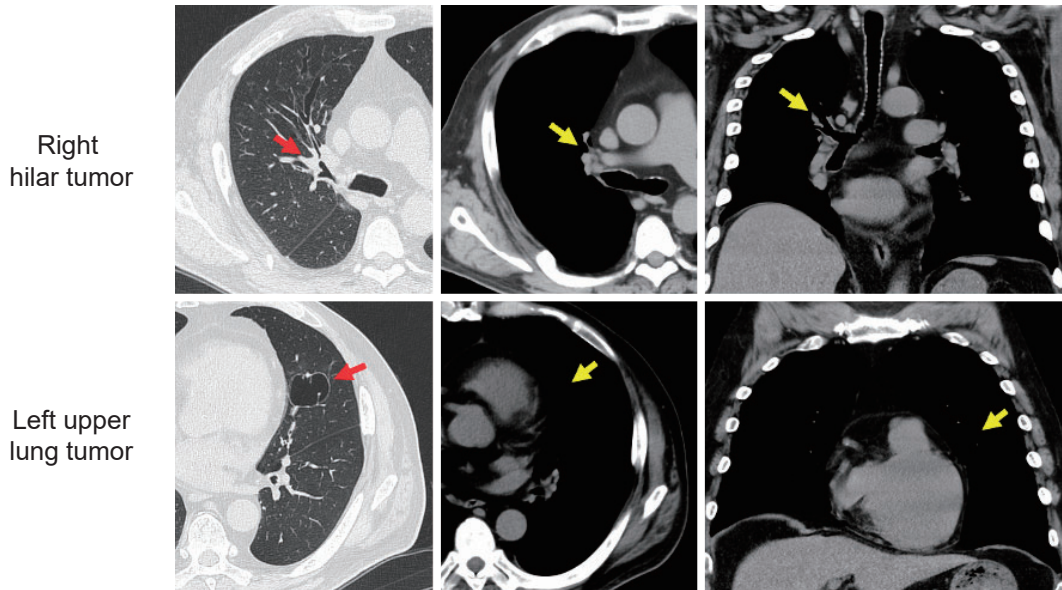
Computed tomography (CT) showing the response after four courses of pembrolizumab + CBDCA + nab-PTX. Bilateral tumors showed improvement on CT. CBDCA, carboplatin; nab-PTX, nab-paclitaxel.
